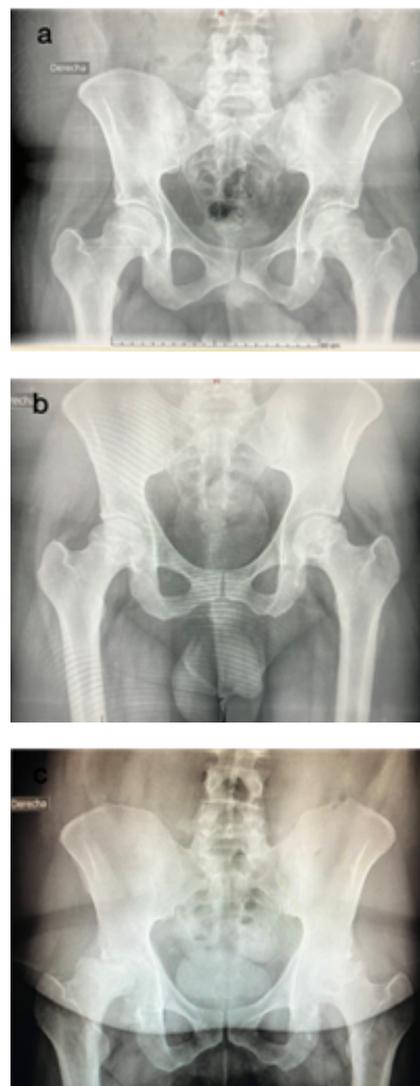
Radiografías anteroposteriores de pelvis en años sucesivos. a) 2015, b) 2016 y c) 2017
